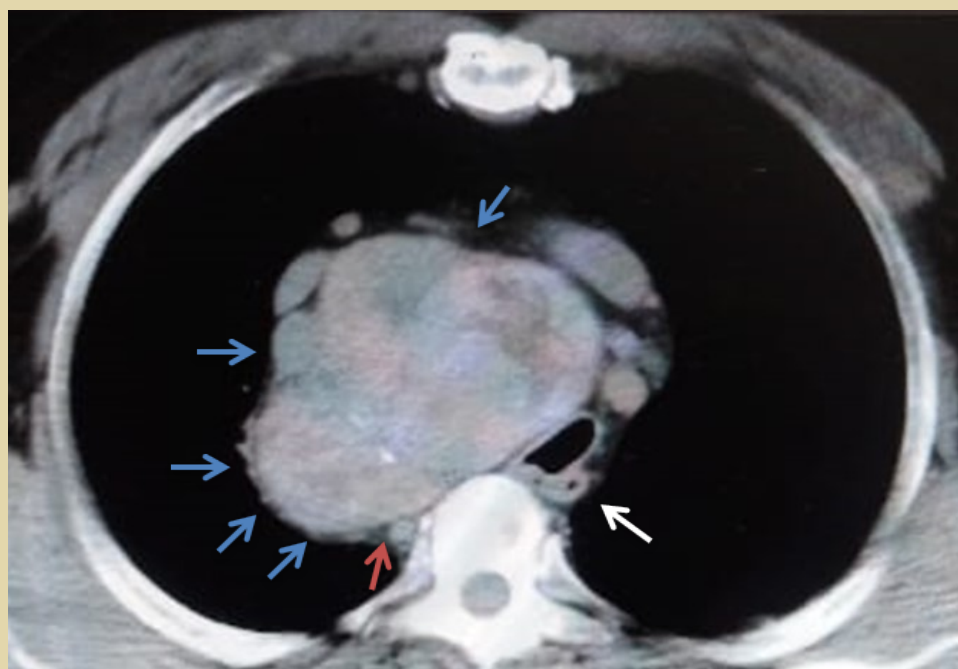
Tomografía computarizada de tórax corte axial, se identifica un crecimiento tiroideo en mediastino superior de aspecto heterogéneo con reforzamiento irregular post-contraste (flechas azules).
